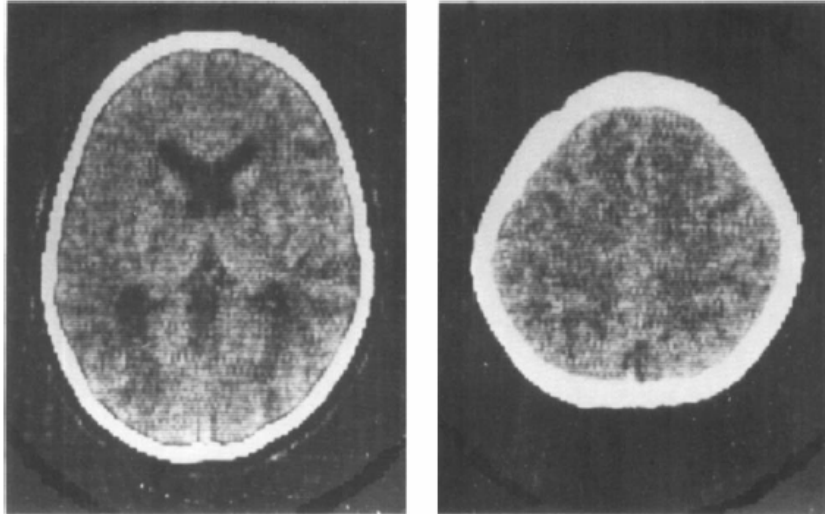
TDM cérébrale d'un garçon âgé de 2ans et demi atteint de la maladie de Canavan. Elle montre une mégalencéphalie et une hypodensité diffuse de la SB cérébrale.
